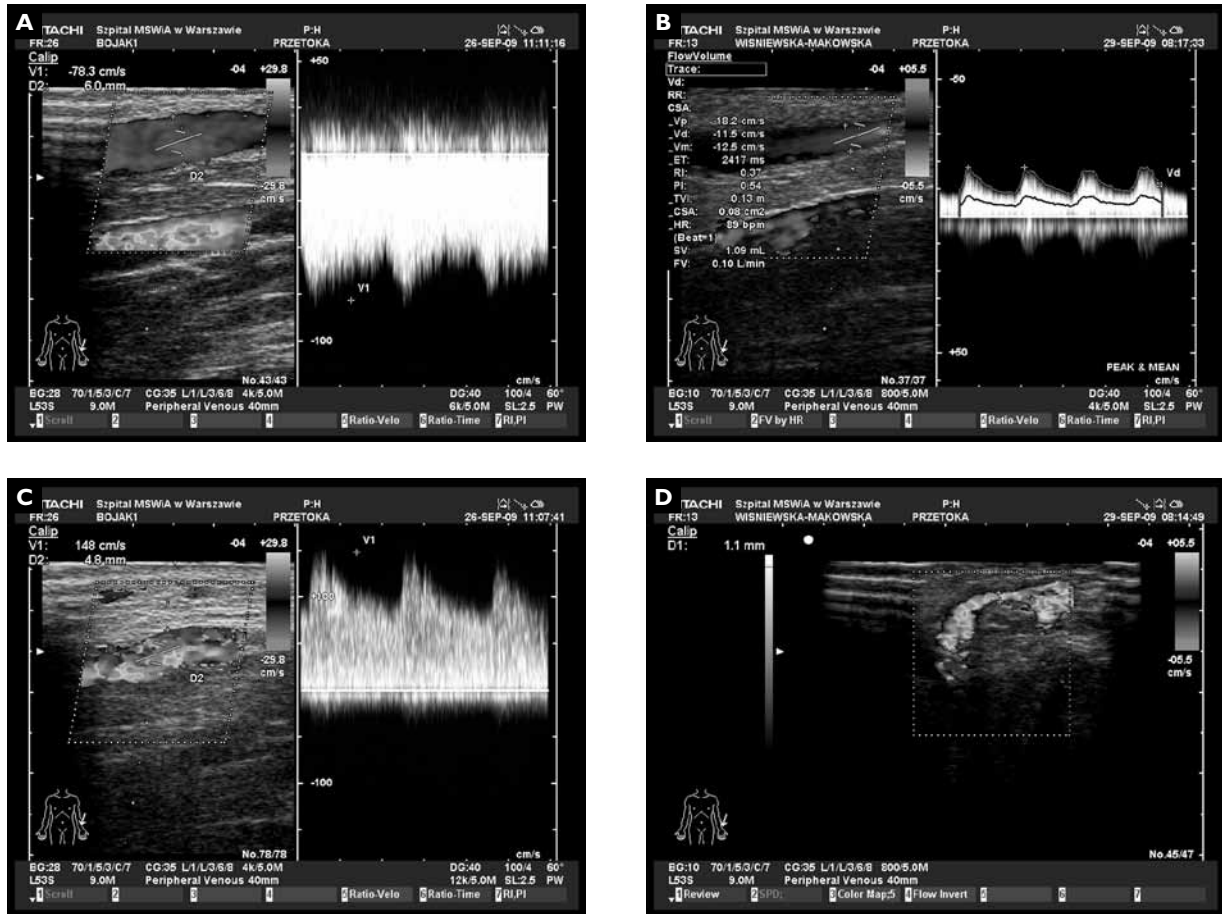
Ultrasonographic assessment of forearm arteriovenous fistula created for dialysis. A. Radial artery and cephalic vein used for fistula creation can be identified. Characteristic flow signal spectrum in a well functioning fistula. B. Wide anastomosis site between the radial artery and the cephalic vein, with turbulent blood flow and typical flow velocity curve. C. Abnormal function of forearm dialysis fistula. Cephalic vein and radial artery have normal diameters cranially from the anastomosis site, where blood flow is only 100 ml/min and thus is insufficient for proper fistula function. D. The aberrations are caused by a critical stenosis (1.1 mm in diameter at the anastomosis site between radial artery and cephalic vein)
